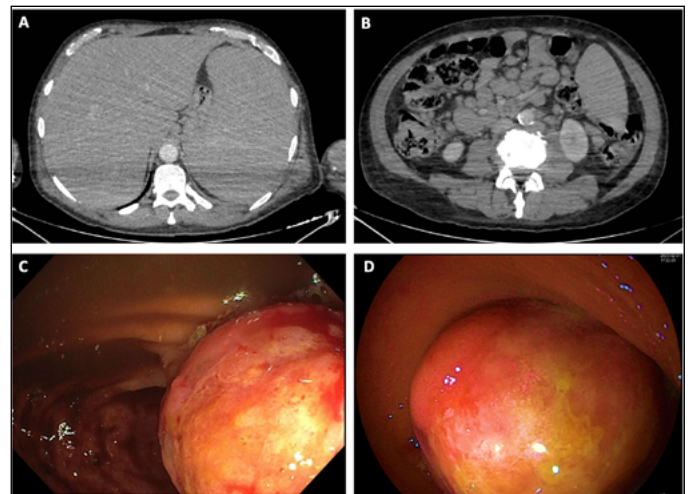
A) Imagen de TC abdominal que muestra hepatoesplenomegalia. B) Imagen de TC abdominal con presencia de adenopatía múltiples retroperitoneales y engrosamiento en colon derecho inespecífico. C y D) Imagen de colonoscopia con presencia de lesión neofomatosa exofítica adyacente a válvula ileocecal con ulceración superficial.
